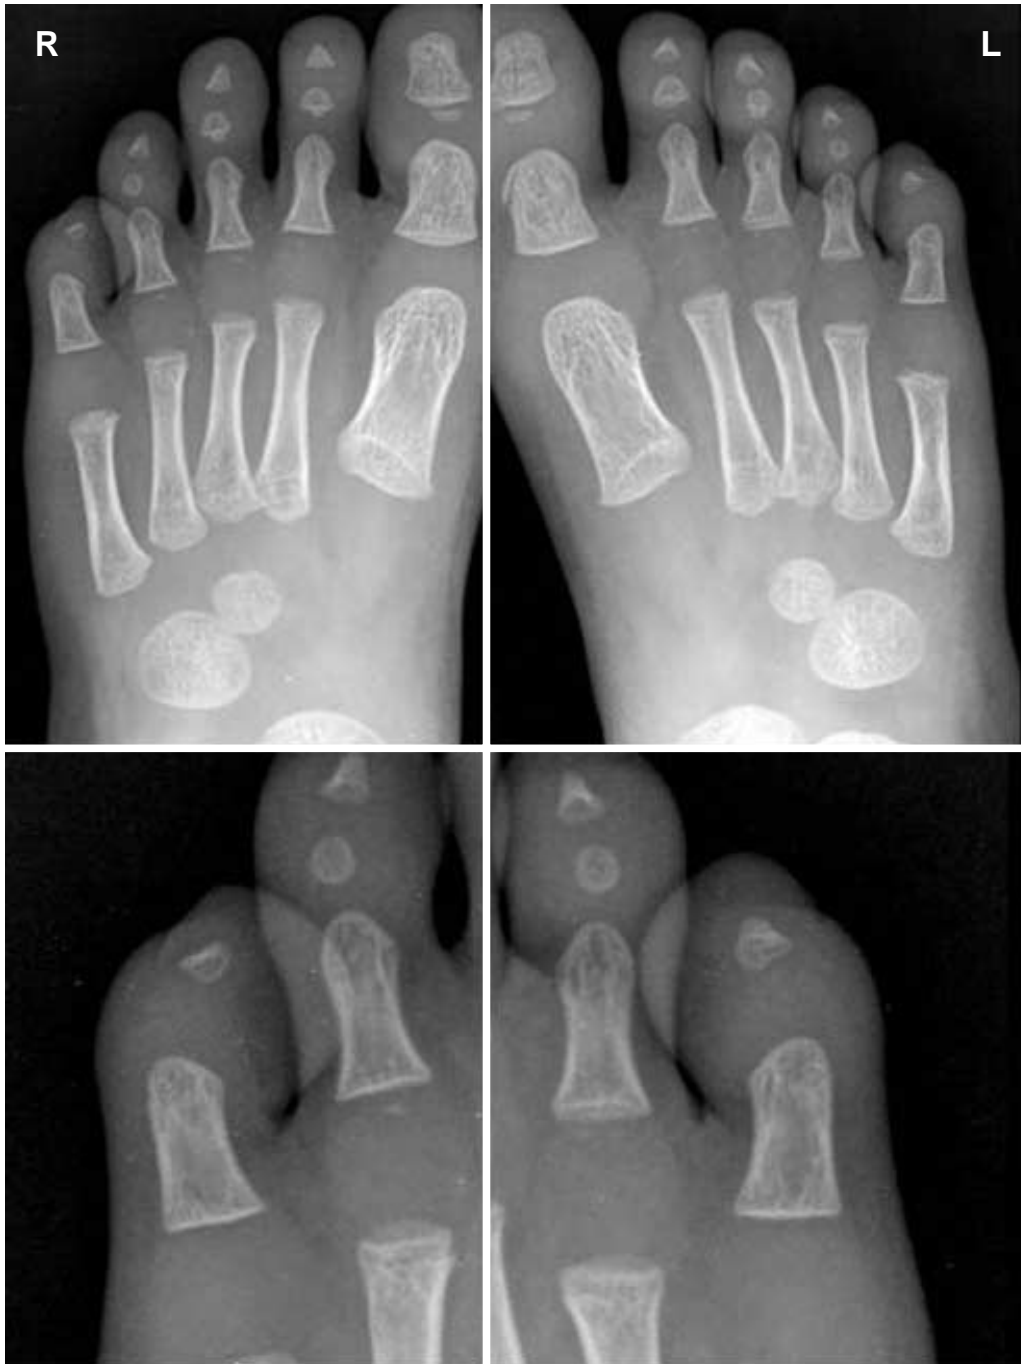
Anterior-posterior view of plain radiograph showing only 2 ossicles on 5th toe in a 2 year-old-boy. Epiphyseal ossification centers are seen in each distal phalanges of halux, which are not fused with shaft bone. Middle phalanges are ossified on 2nd to 4th toe except for 5th toe.
